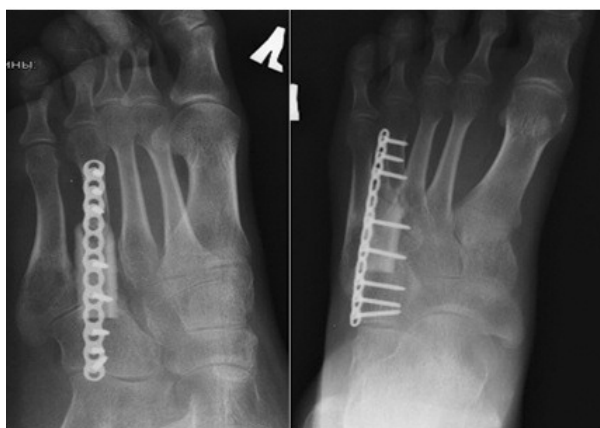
Раненый К. Рентгенография – трансплантат из ребра установлен в место дефекта четвертой плюсневой кости, фиксирован пластиной по типу «мостовидной»
